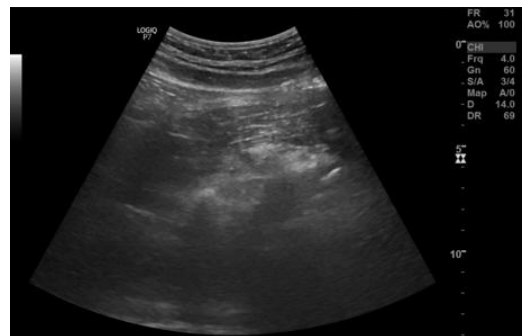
Longitudinal view of the normal appendix by ultrasonography (2018.07.27.).
